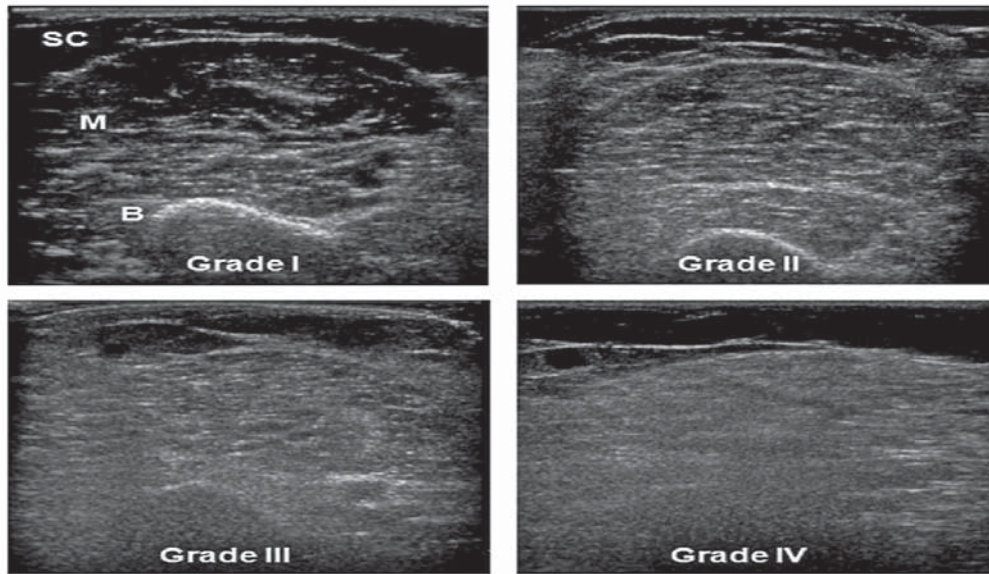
Evaluarea ecografică a patologiei musculoscheletale utilizând scorul Heckmatt.
